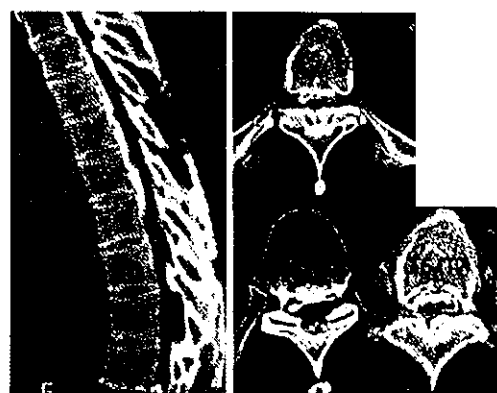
ミエロ CT であるが Th5 から Th9 までの連続型 OPLL と T5/T6 では OPLL と OYL による脊髄圧迫が著明なのがわかる。
